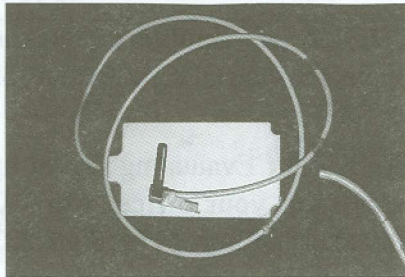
Sensor intra-oral para imagen digital de Rx periapical.
